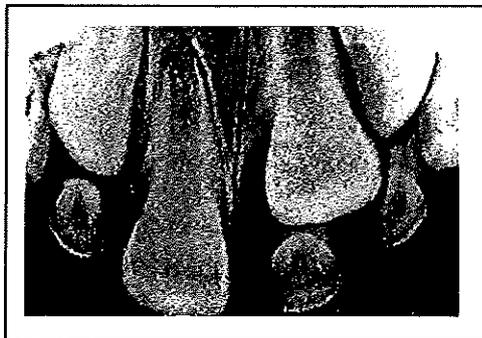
Radiographie objectivant l'éruption retardée de l'incisive centrale permanente
